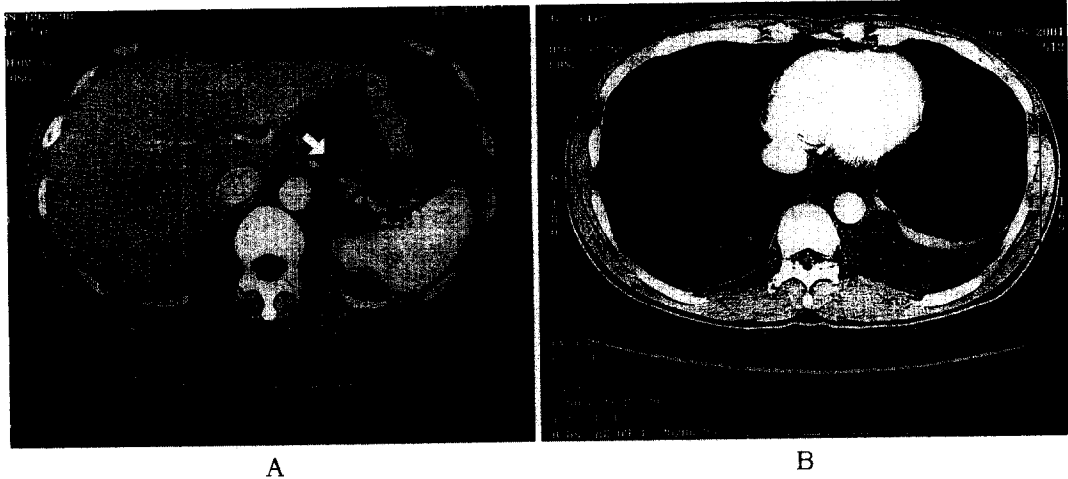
(A,B) 20days follow up CT scan shows improved pancreatitis with decreased size of pancreatic pseudocyst(2×1.5 cm, arrow)(A), and much decreased size of cystic lesion but still edematous change in lower mediastinum with decreased amount of left pleural effusion(B).
